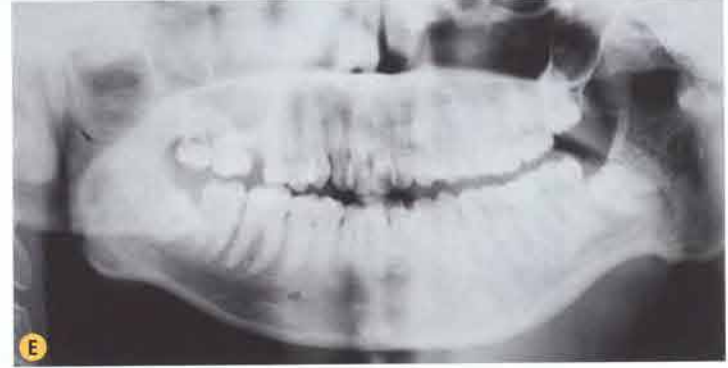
B. Visione oclusale in cui è presente una deviazione della linea mediana mandibolare verso sinistra. C. Crossbite sinistro. D. Afollamento dentale. E. Ortopanoramica preintervento che evidenzia il coinvolgimento dell'articolazione temporomandibolare sinistra. F1-F2. TC in proiezione assiale e coronale. Blocco anchilotico che coinvolge le regioni temporale e mandibolare. F3. TC in proiezione assiale: l'emimandibola sinistra appare più spessa.
